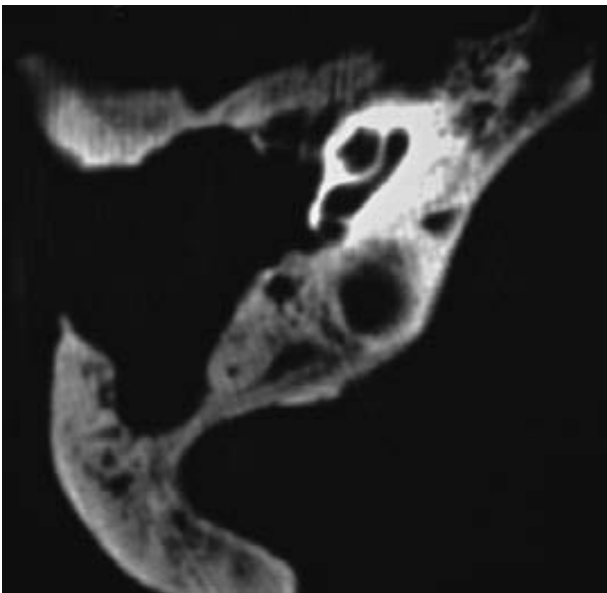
IE. Coronal CT of the normal left ear where the wall of the attic is well differentiated (1).
